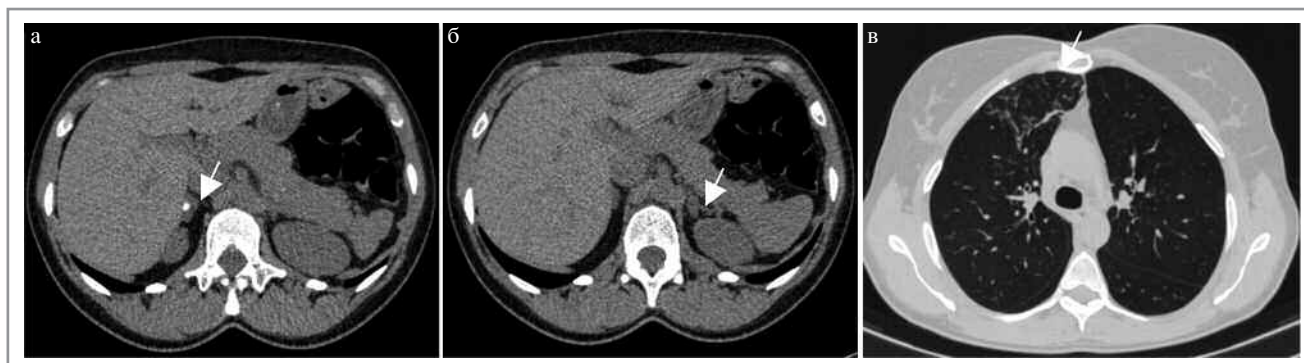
Туберкулез правого надпочечника. МСКТ, аксиальная проекция: а – в структуре диффузно утолщенного правого надпочечника определяются крупные кальцинаты (стрелка); б – диффузная гиперплазия левого надпочечника (стрелка); в – инфильтративные изменения в верхней доле правого легкого: множественные полиморфные очаги с нечеткими контурами, пневматизация легочной ткани в зоне инфильтрации диффузно снижена по типу «матового стекла» (стрелка); по результатам клинического обследования у пациентки диагностирован инфильтративный туберкулез правого легкого.
